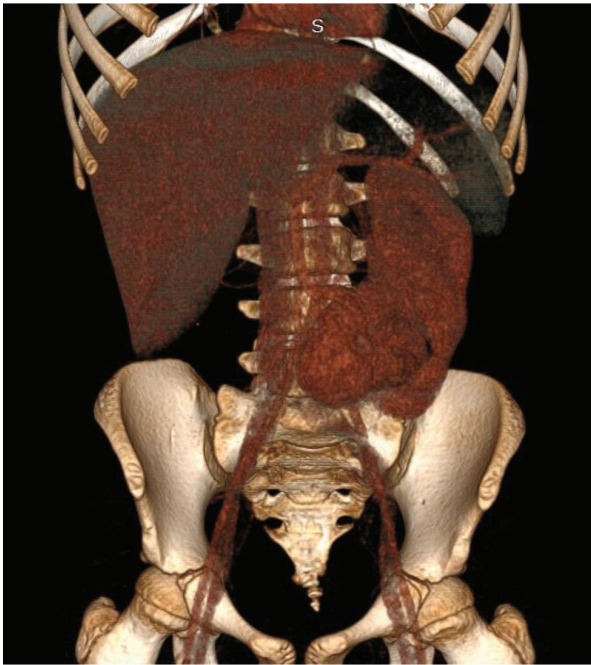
Дівчинка В. 5 років. 3-D реконструкція МС КТ із контрастуванням в артеріальній фазі. Перехресно злита ектопія нирок
